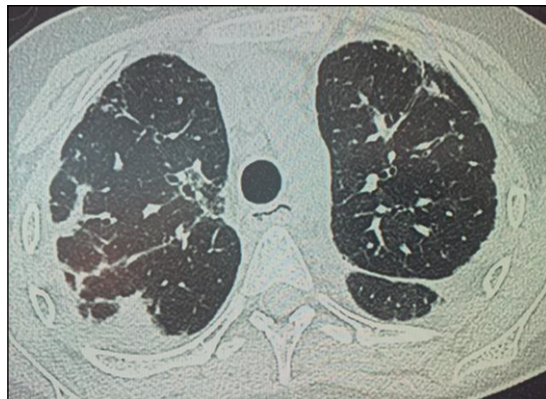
Tomografía de tórax en rechazo crónico tipo Disfunción de Injerto Restringido (DIR). La imagen corresponde a un paciente con trasplante bipulmonar y en ella se observa fibrosis pleuropulmonar de predominio superior.
